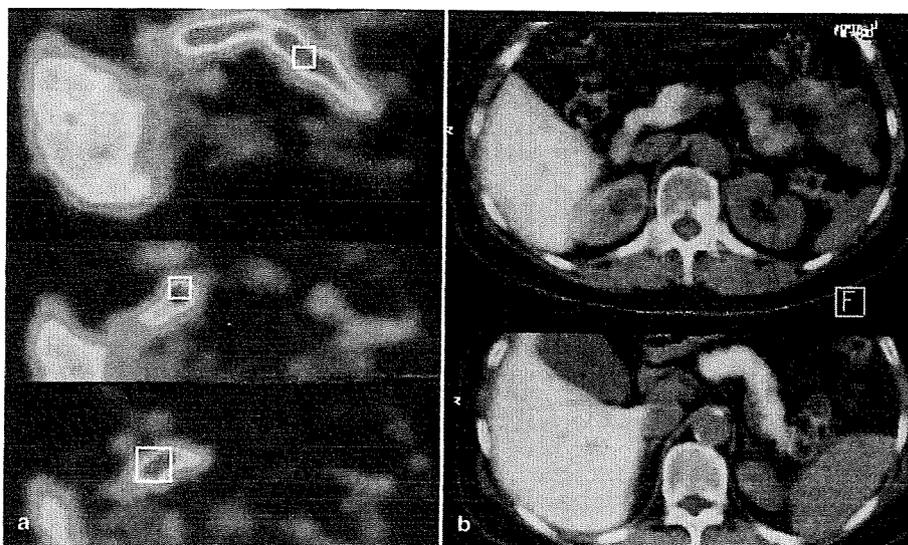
方法. 膵頭部および膵尾部を SUV で評価(正常例)
